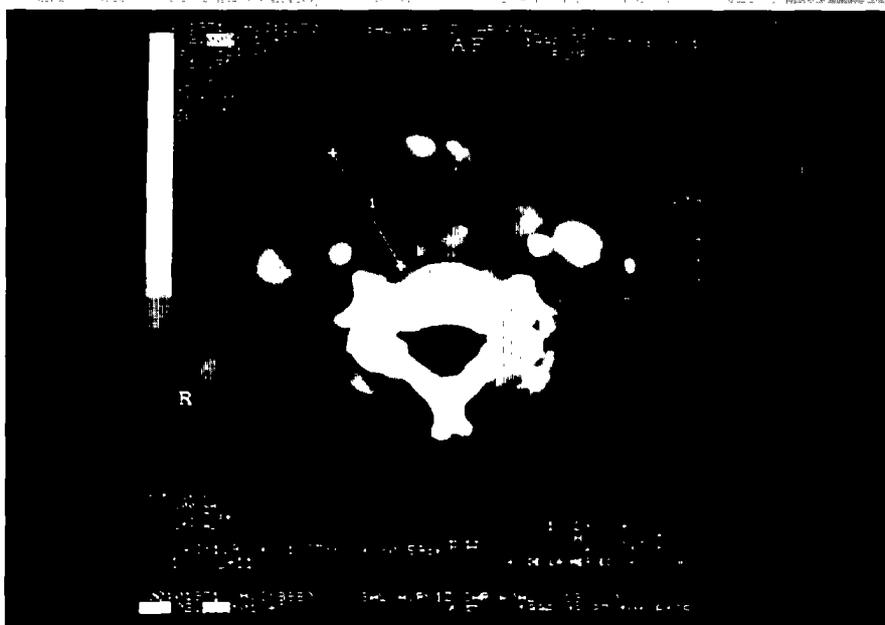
Tomografía computarizada del cuello. Obsérvese la tumoración en el lado derecho.
